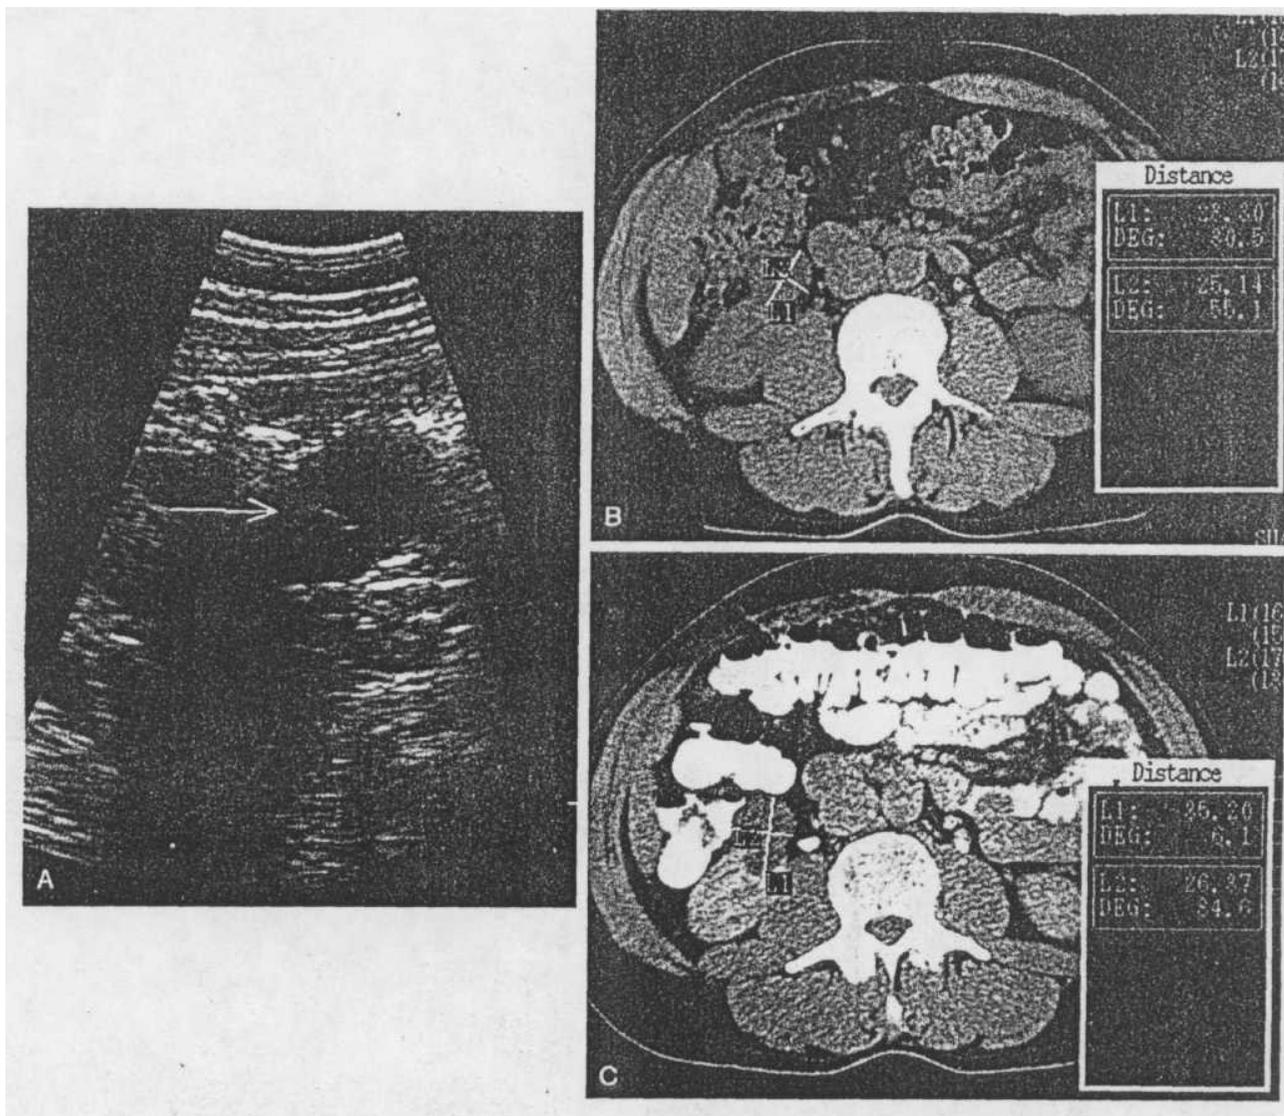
А. УЗИ почек выявил почечную кисту с перегородками. В, компьютерная томография той же кисты без контрастного агента. С. компьютерная томография после введения контрастного вещества, выявляет почечную кисту класса Ііпо Босниаку с минимальным числом перегородок и без усиления.
